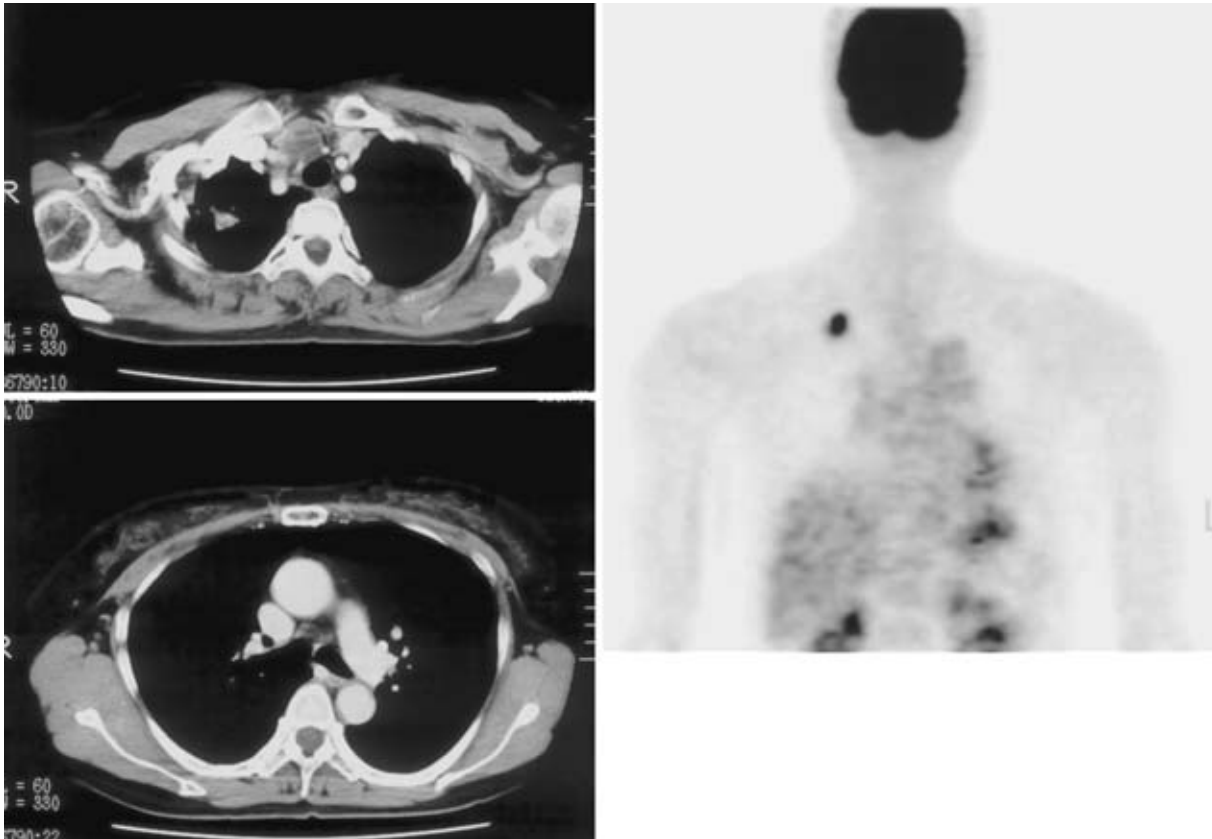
False negative study. FDG-PET and CT showed N0 disease. Pathological findings showed N2 disease.
